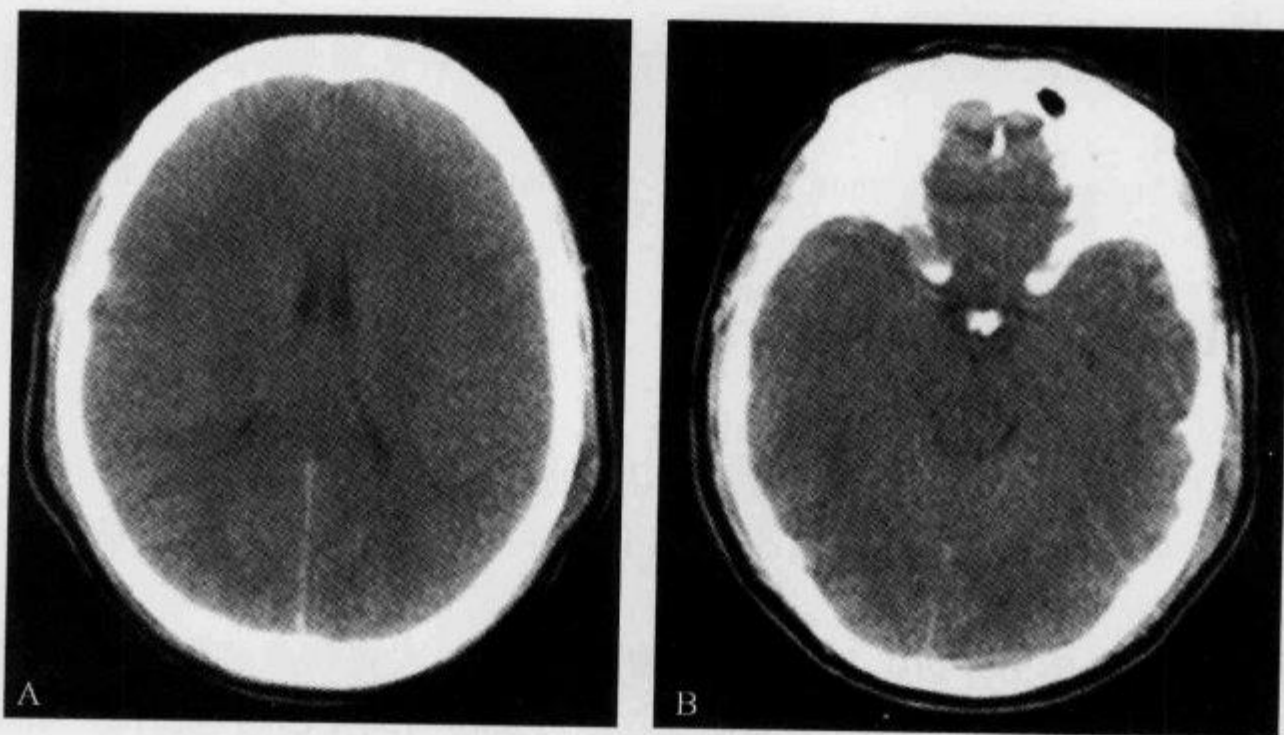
颅脑 CT 平扫示“小脑室征”
